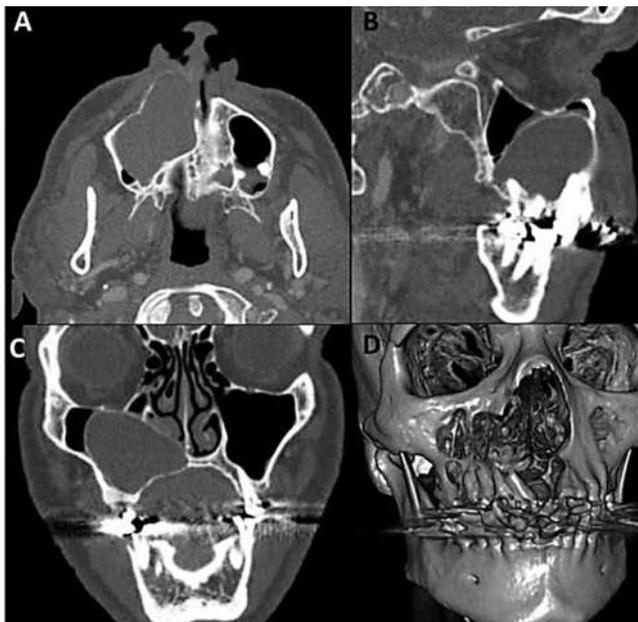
Tomografía computarizada que muestra una lesión hipodensa en el seno maxilar derecho que envuelve la pared nasal lateral y erosión de la zona maxilar anterior. A- vista axial, B- vista sagital, C- vista coronal, D- reconstrucción en 3D. Fuente: (Ignacio Velasco, 2017)
